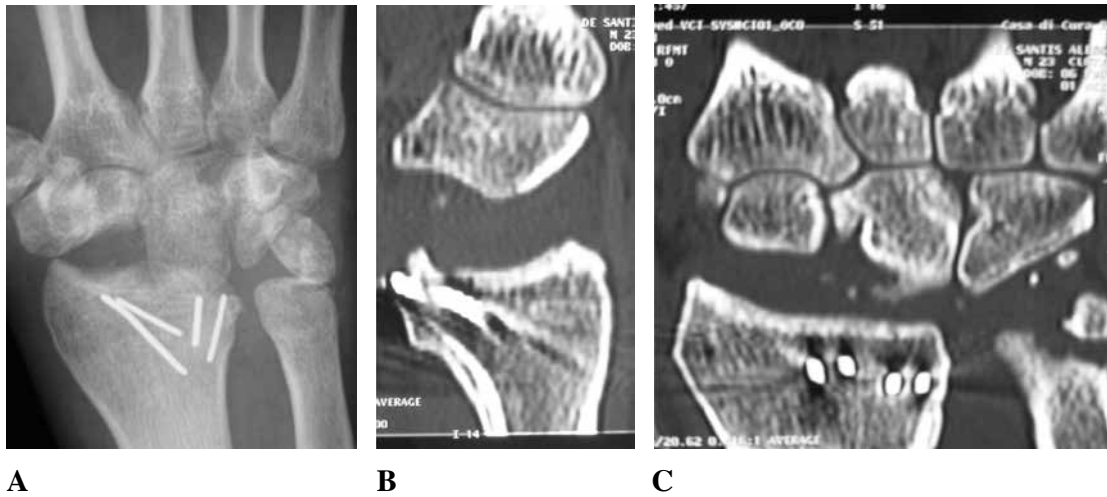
Patients with lunate fossa grafting were evaluated at 12 months with an x-ray (A) and CT Scan (B,C) which evidenced complete consolidation of graft.
